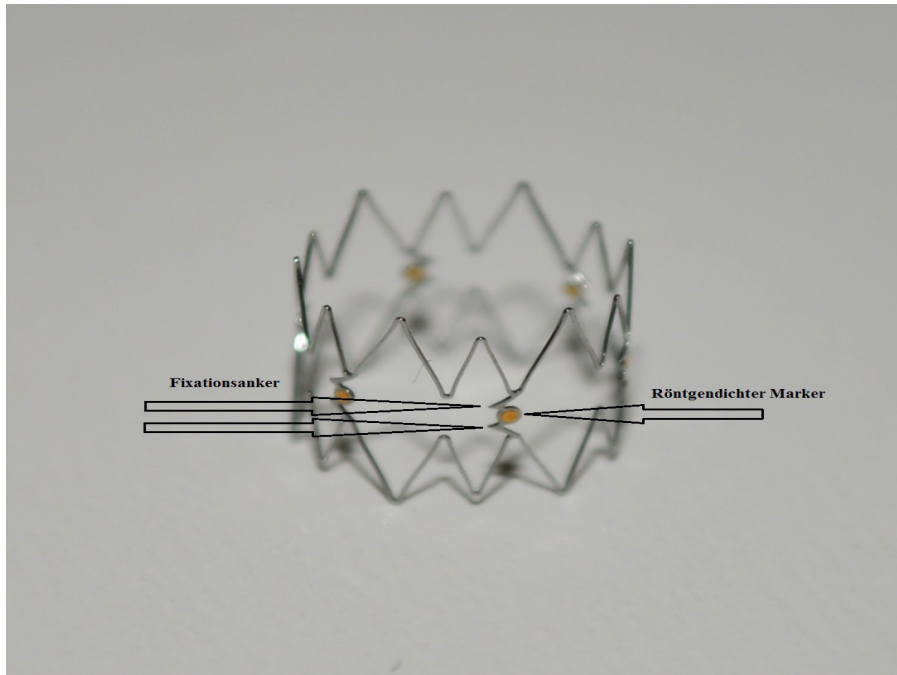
Tack mit Fixationsankern und röntgendichten Markern
